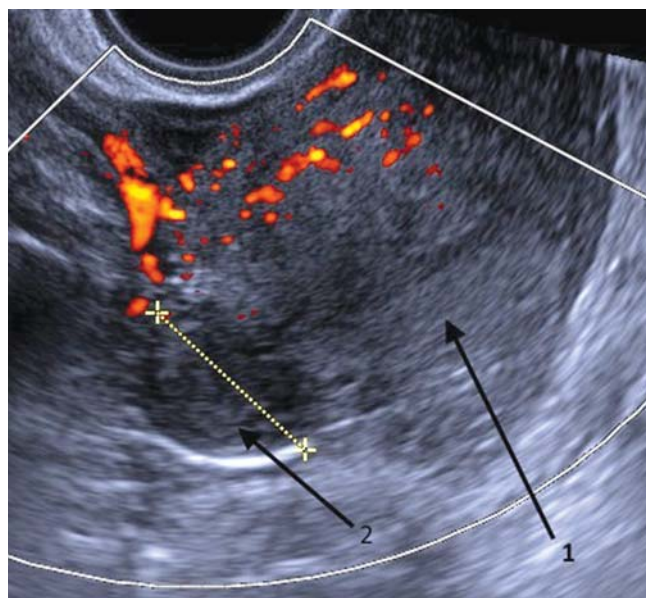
Ультразвуковая томограмма матки больной А., режим ЭД: 1) тело матки; 2) единичный субсерозный миоматозный узел.
